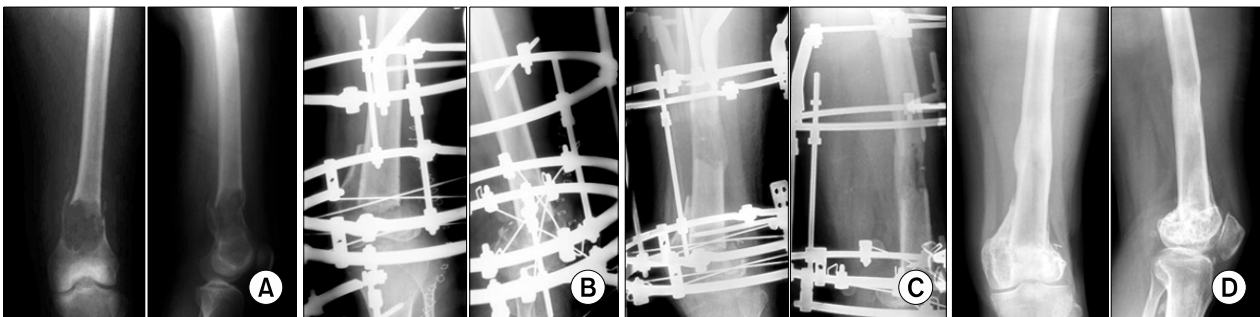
(A) Radiographs of a 15-year-old female patient show a pathologic fracture of the right distal femur. (B) We performed resecting of the lesion and applied Ilizarov fixator. (C) Radiographs at 2 months postoperative show lengthening of the corticotomy site. (D) Radiographs from the last follow-up show a healed bone lesion.
